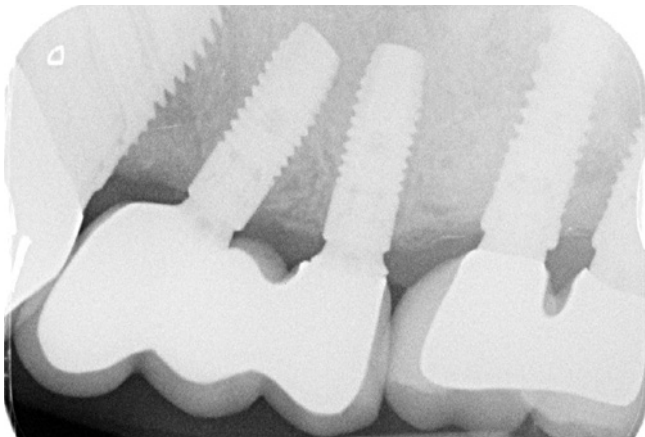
Röntgenkontrollaufnahme nach Eingliederung der finalen Arbeit.
